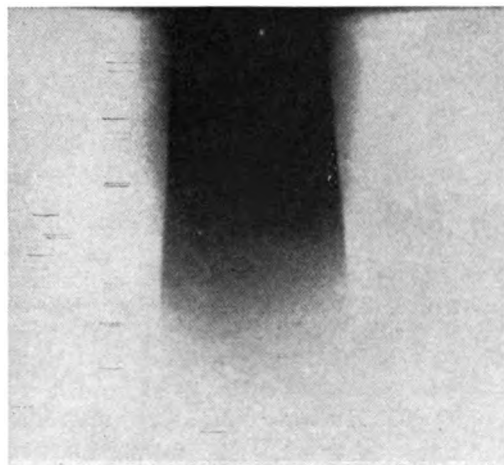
Photographische Aufnahme des Röntgenstrahlbündels im Wasserphantom von Gottlieb.
